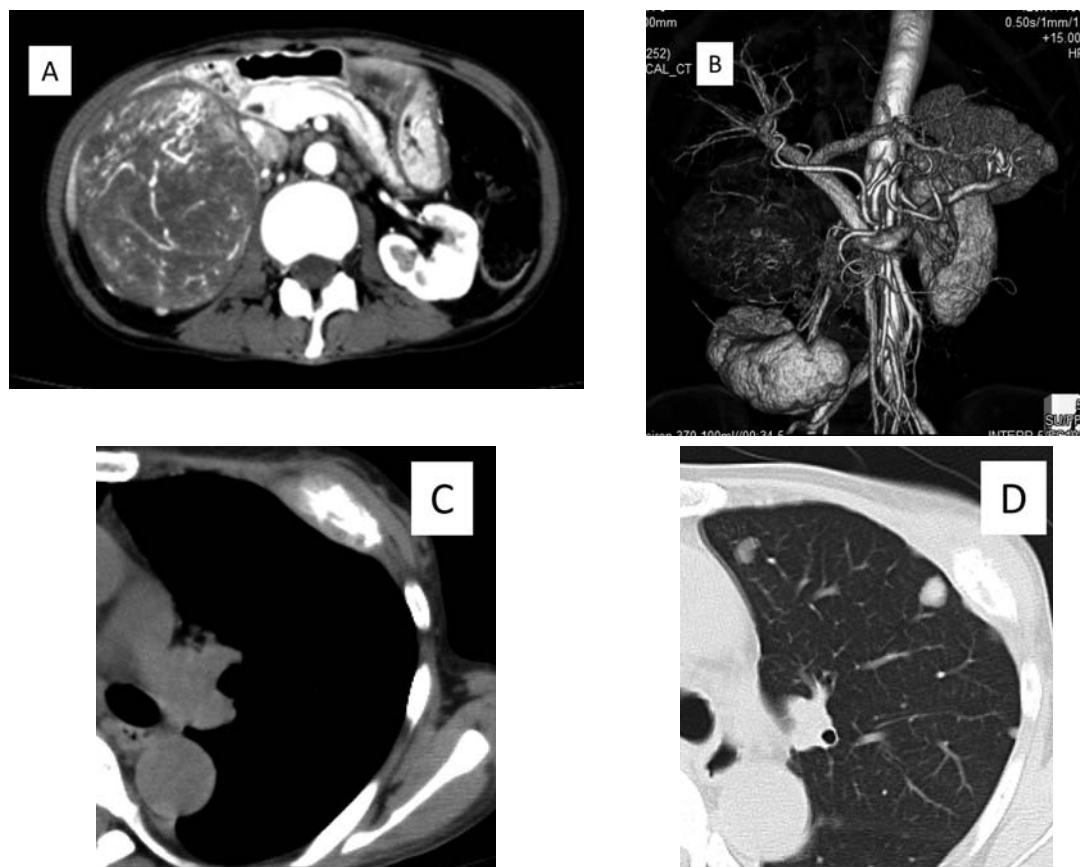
(A) (B) Abdominal computed tomography showed a hypervascular tumor (10 × 9 cm) in right adrenal gland. (C) Chest computed tomography showed a lesion of bone sclerosis in the left third rib. (D) Chest computed tomography showed multiple lung metastases.
